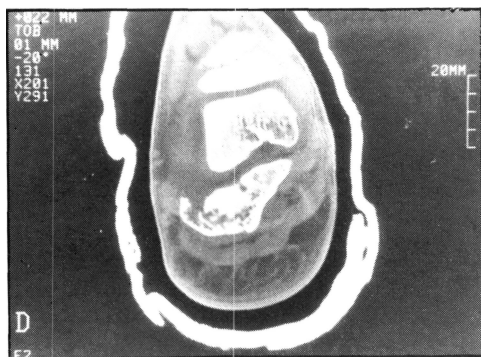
Estudio realizado mediante tomografía axial computarizada, del estado de la fractura mostrando la conminución de la fractura en un corte en el plano anteroposterior.
